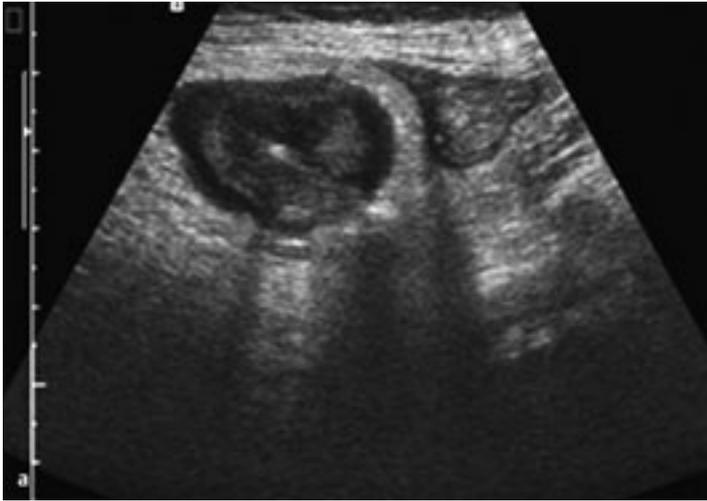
Sonografisches Bild einer Divertikulitis mit echoarm ver dicktem Divertikel und entzündlicher Umgebungsreaktion.
